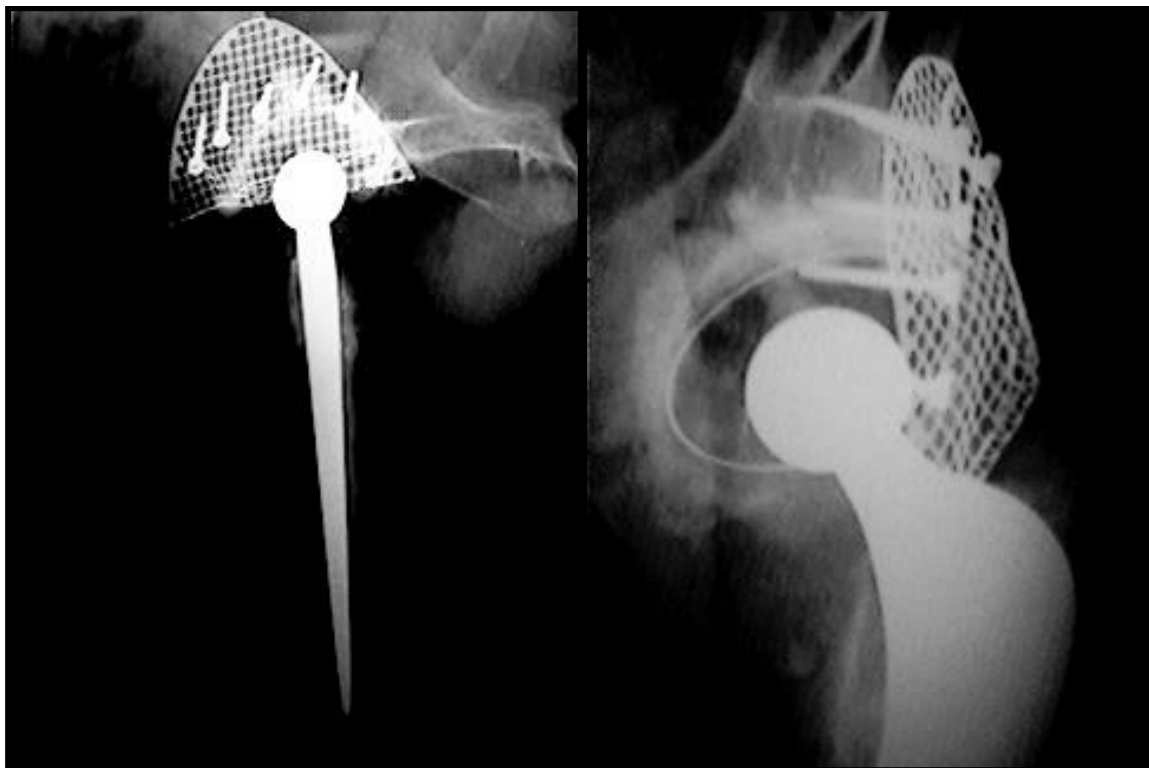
As radiografias do acetábulo nas incidências oblíqua alar e oblíqua obturatória, permitem a melhor visualização das interfaces enxerto-cimento e enxerto-osso nativo do paciente.
